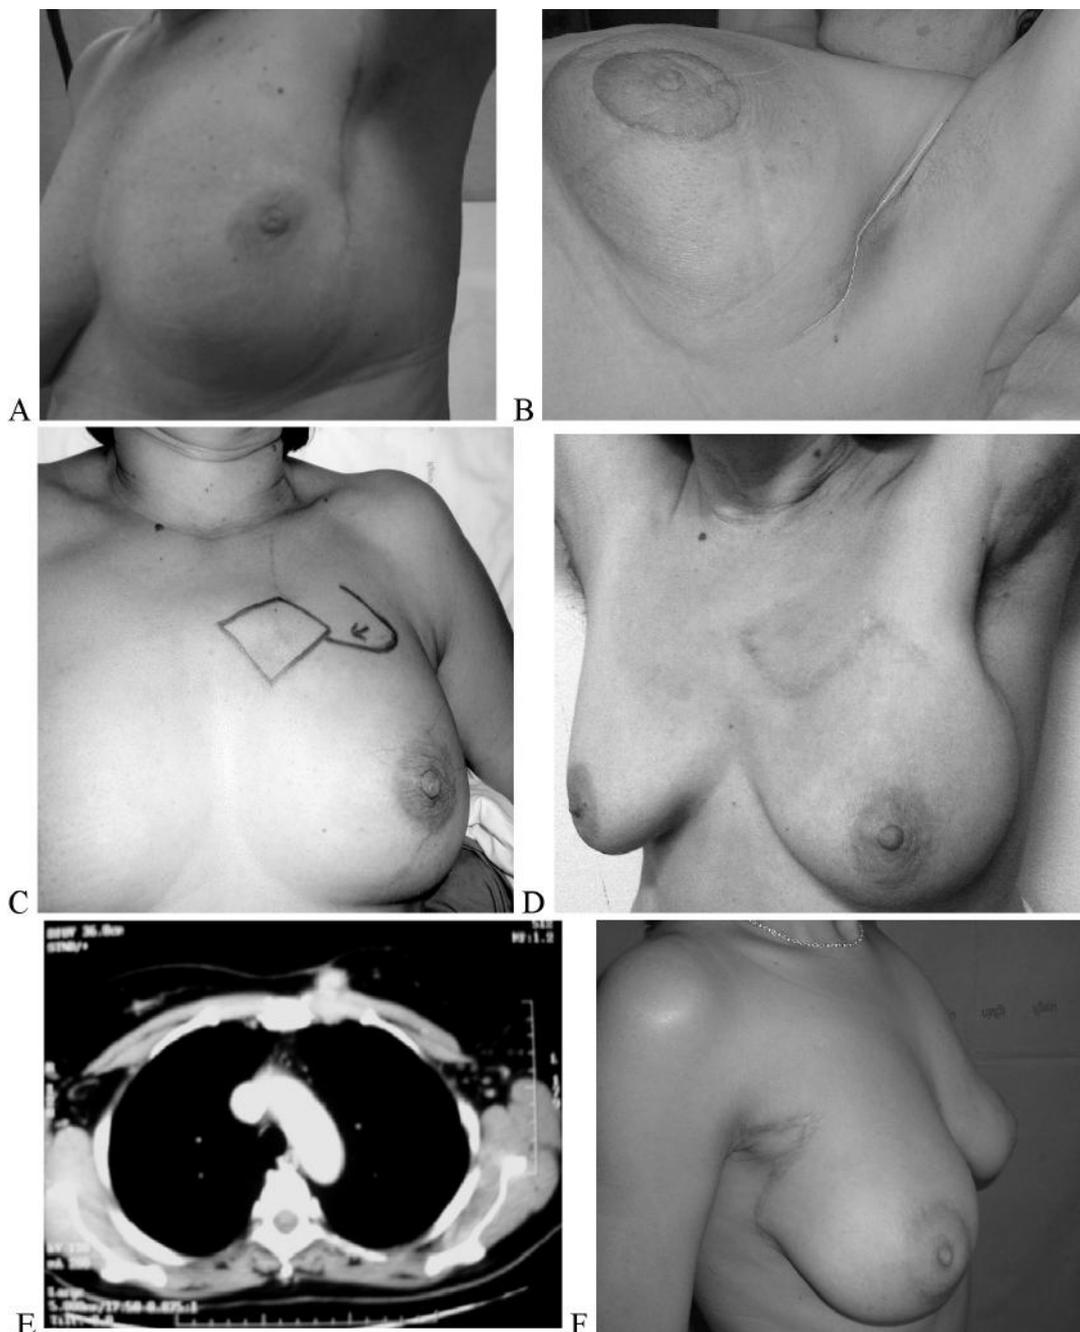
Esempi dimostrativi dei tipi di interventi eseguiti a seconda delle situazioni. A) Esiti poco soddisfacenti della prima mastectomia ascellare da noi eseguita; B) mastectomia ascellare in paziente cui è stata eseguita l'incisione secondo l'andamento delle pliche cutanee; C) paziente con ectopia mammaria parasternale, disegno del programma operatorio (lembo di Limberg); D) risultato a distanza di un anno della paziente di cui al punto C; E) esame T.C. della paziente di cui al punto C che evidenzia la neoplasia in sede prosternale; F) risultato a distanza della paziente operata con lembo di trasposizione.
